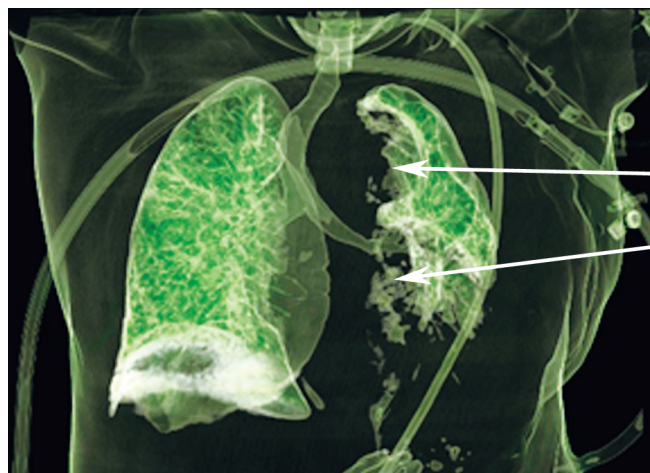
Компьютерная томограмма больной О. Стрелками указано осумкованное скопление жидкости (гемоторакс) в левой плевральной полости.
